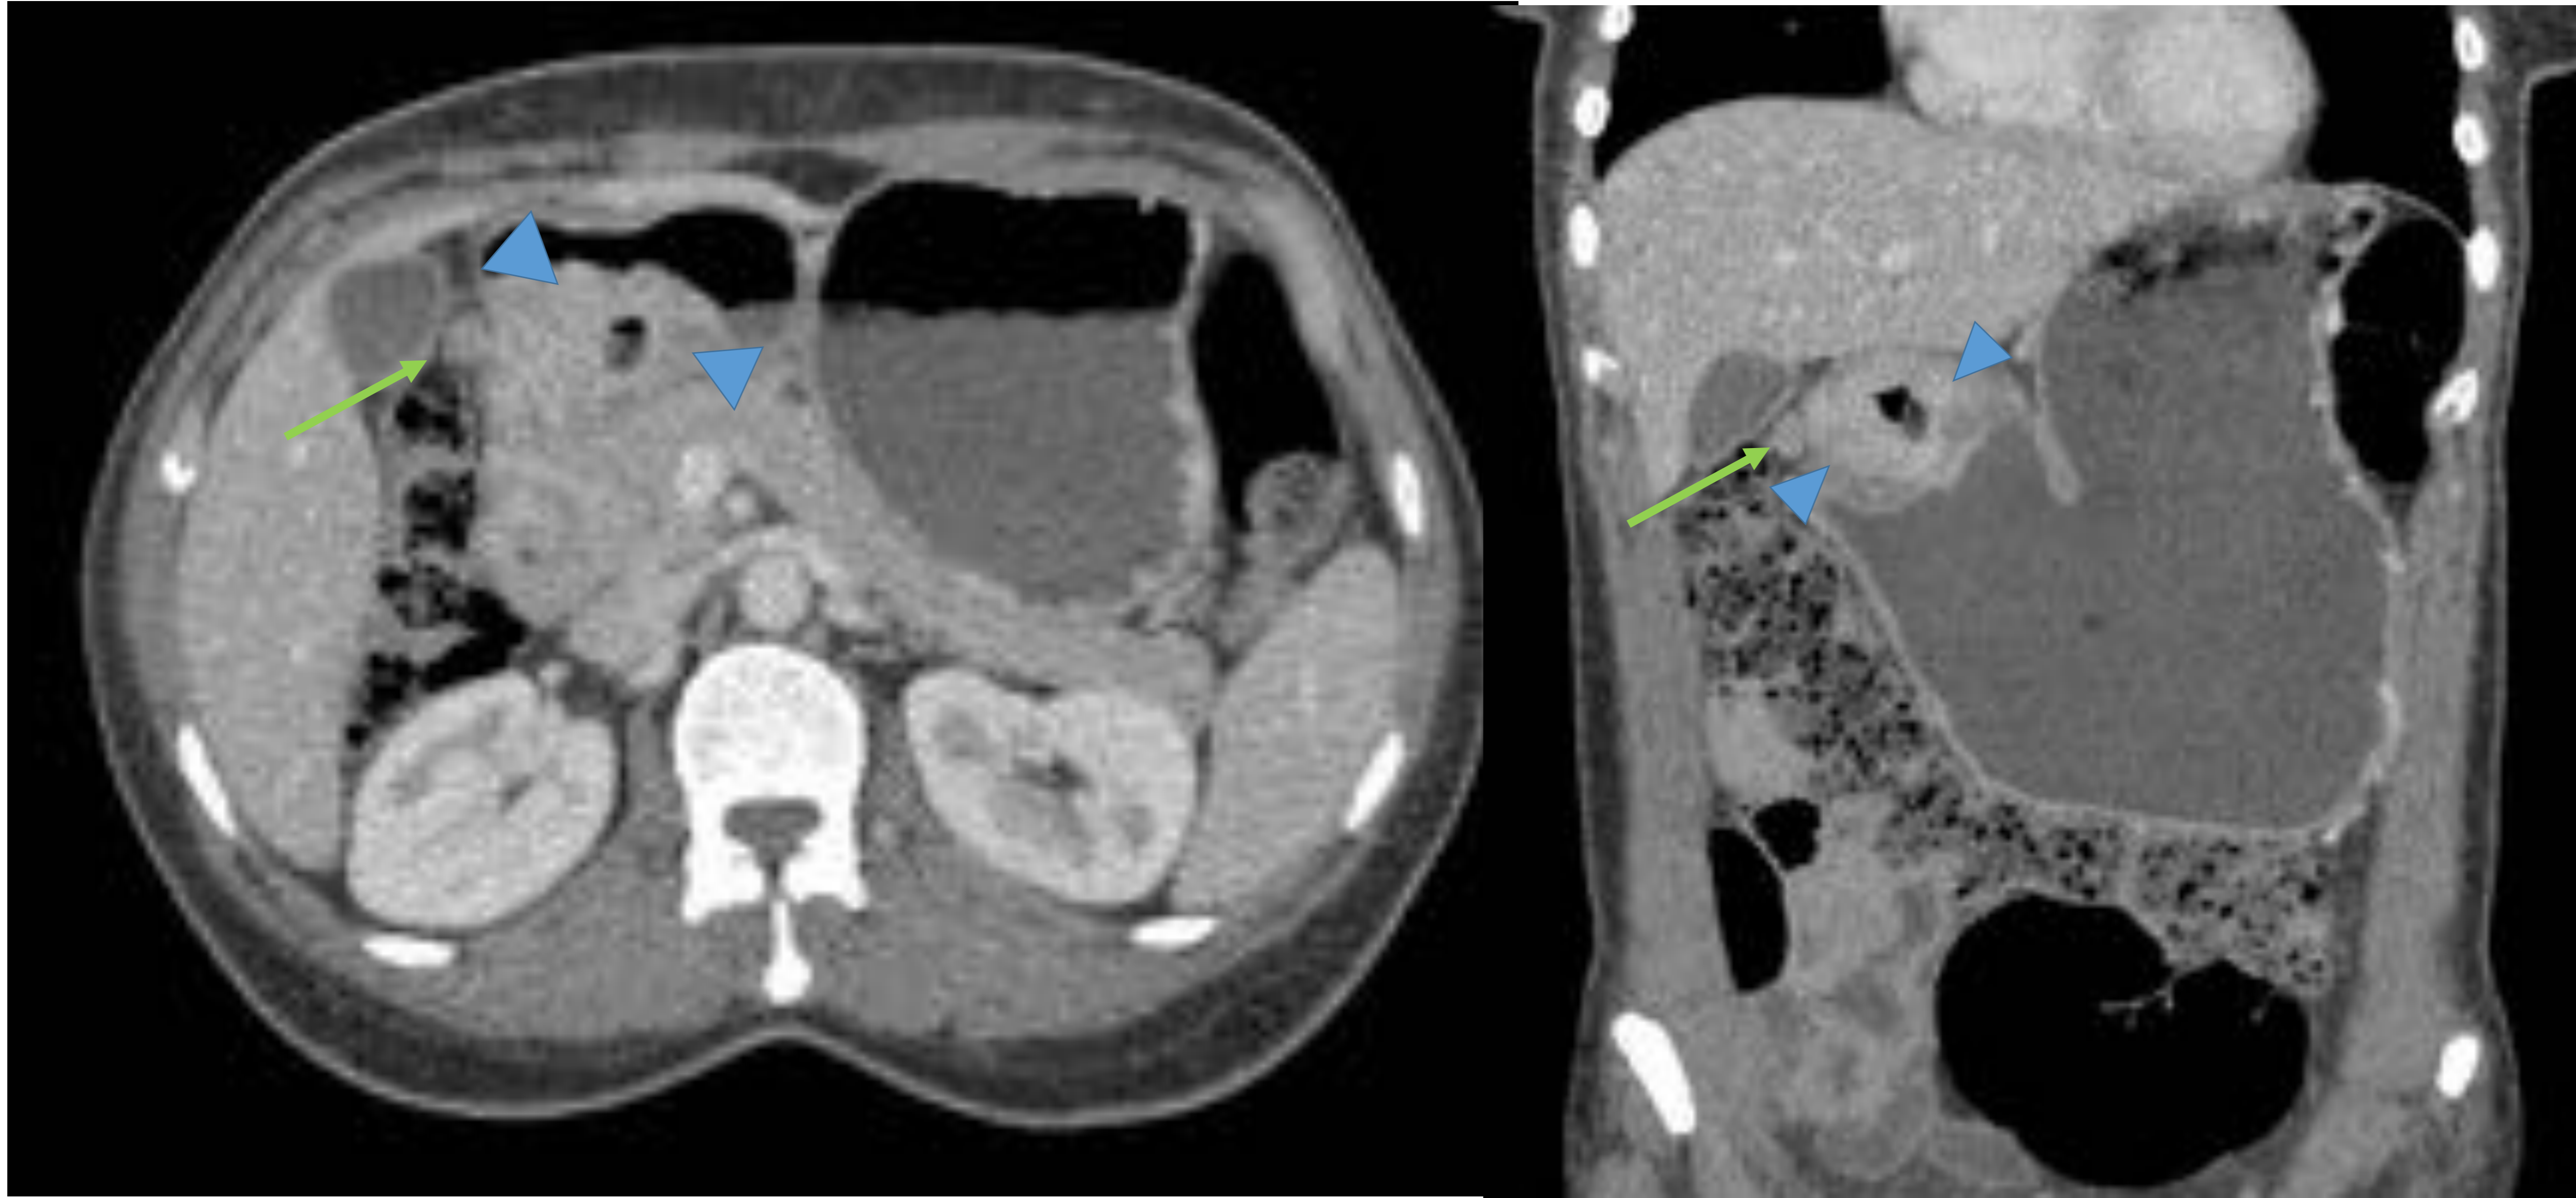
Mujer de 50 años que acude por dolor abdominal, vómitos y síndrome general. TC: Engrosamiento de aspecto mamelonado – nodular, asimétrico y con realce, con pérdida del patrón en capas, en la región antropilórica (cabeza de flechas), que condiciona estenosis y obstrucción al vaciamiento gástrico, en relación con neoplasia. Adenopatía patológica locorregional (flecha).
